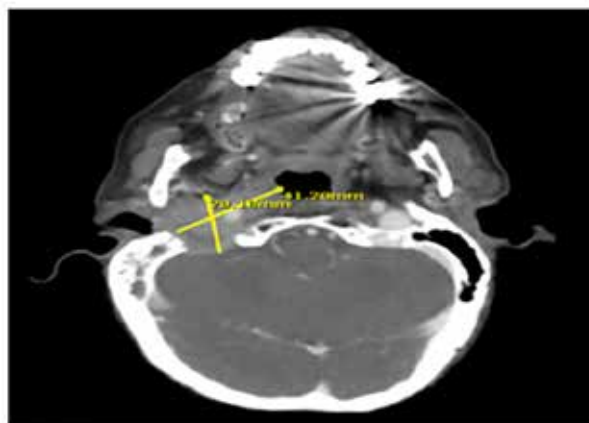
Tomografía de cuello simple (18/05/2021) de control. Lesión de ocupación de espacio sólida con densidad de partes blandas localizada en conducto auditivo medio derecho, con erosión ósea de la porción mastoidea del temporal ipsilateral, discretamente disruptiendo la cortical del clivus. En fase arterial se evidencia captación homogénea, evidenciando extensión hasta porción adenoidea derecha y delimitando mejor la lesión midiendo aproximadamente 2,8 cm x 4,1cm, la lesión protruye asomándose hasta la transición del oído externo. Existe velamiento de las celdillas mastoideas ipsilaterales a la lesión.
